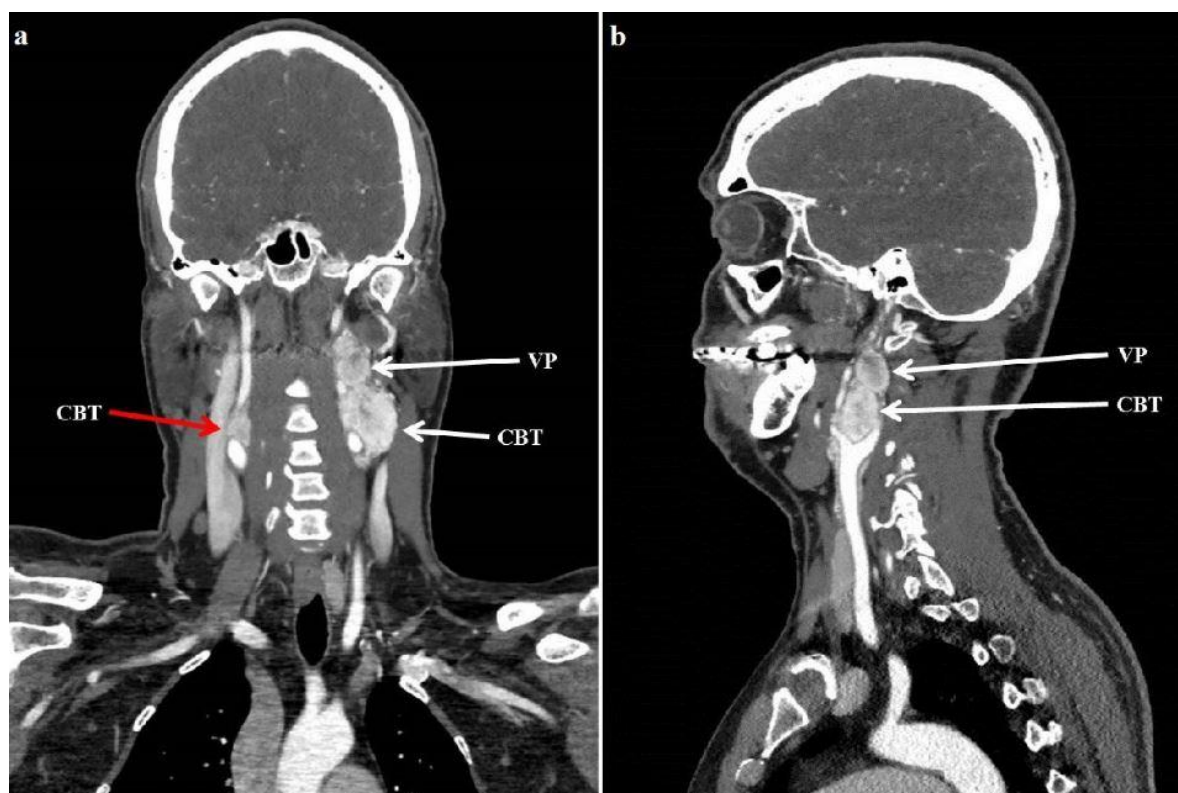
Билатеральная каротидная параганглиома и унилатеральная вагальная параганглиома. 4-фазная КТ головы и шеи (артериальная фаза). а – фронтальная проекция, б – сагиттальная проекция. СВТ – carotid body tumor (каротидная параганглиома), VP – vagal paraganglioma (вагальная параганглиома).
